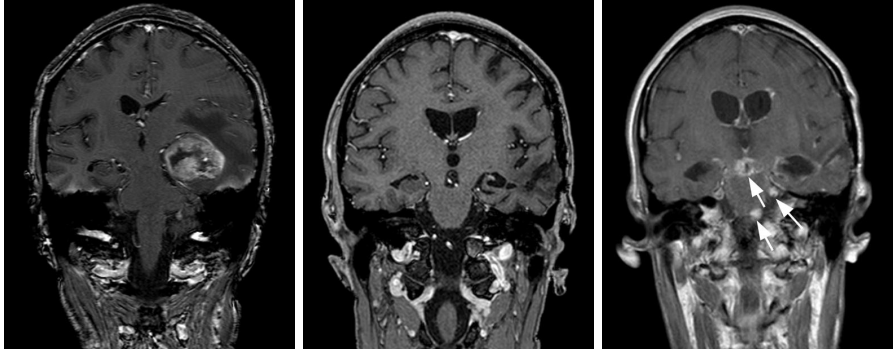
MRT-Aufnahmen des Kopfes eines Patienten mit Glioblastom in der rechten Hirnhälfte vor der Operation (links). Gut zu sehen ist die komplexe geometrische Struktur des Tumors. Nach der vollständigen Entfernung aller sichtbaren Tumoranteile (Mitte) wächst an drei Stellen wieder ein Glioblastom (rechts).
